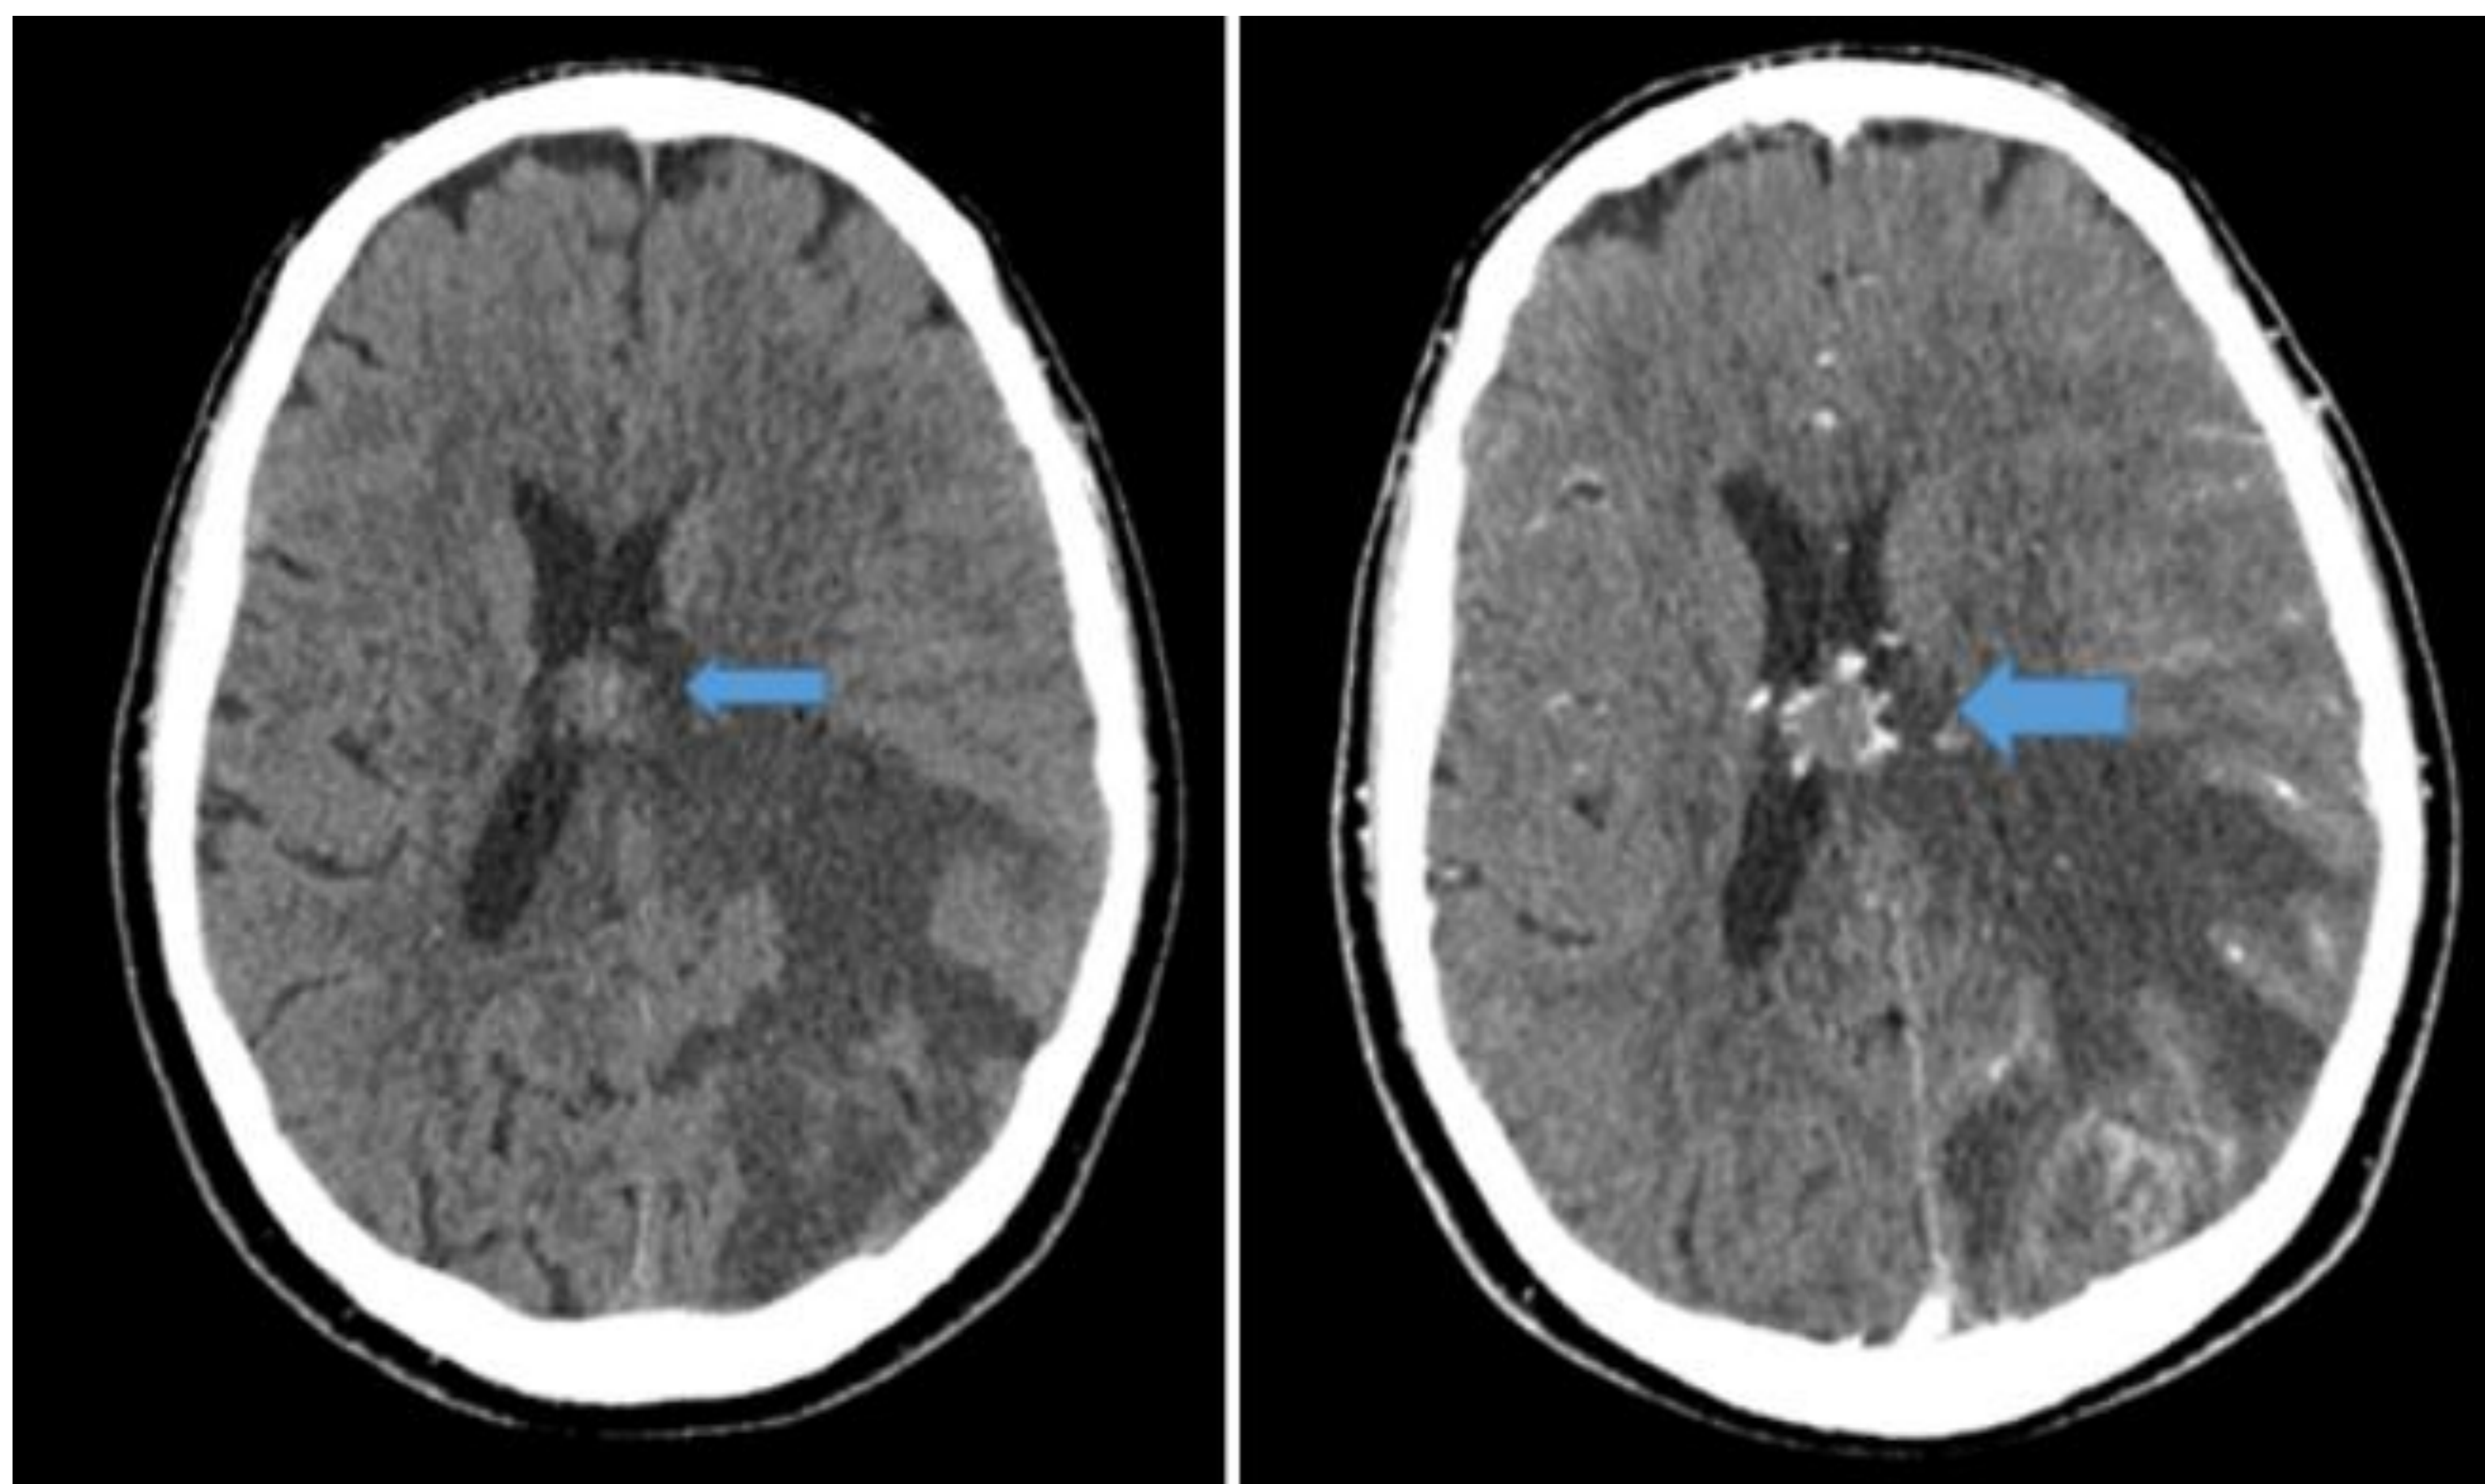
Subependimoma. Izquierda: TC sin contraste. Derecha: TC después de la administración de contraste yodado. Lesión ovalada que parece depender del septum pellucidum. Hiperatenuante con respecto a la sustancia blanca. Realce moderado tras la administración de contraste.
